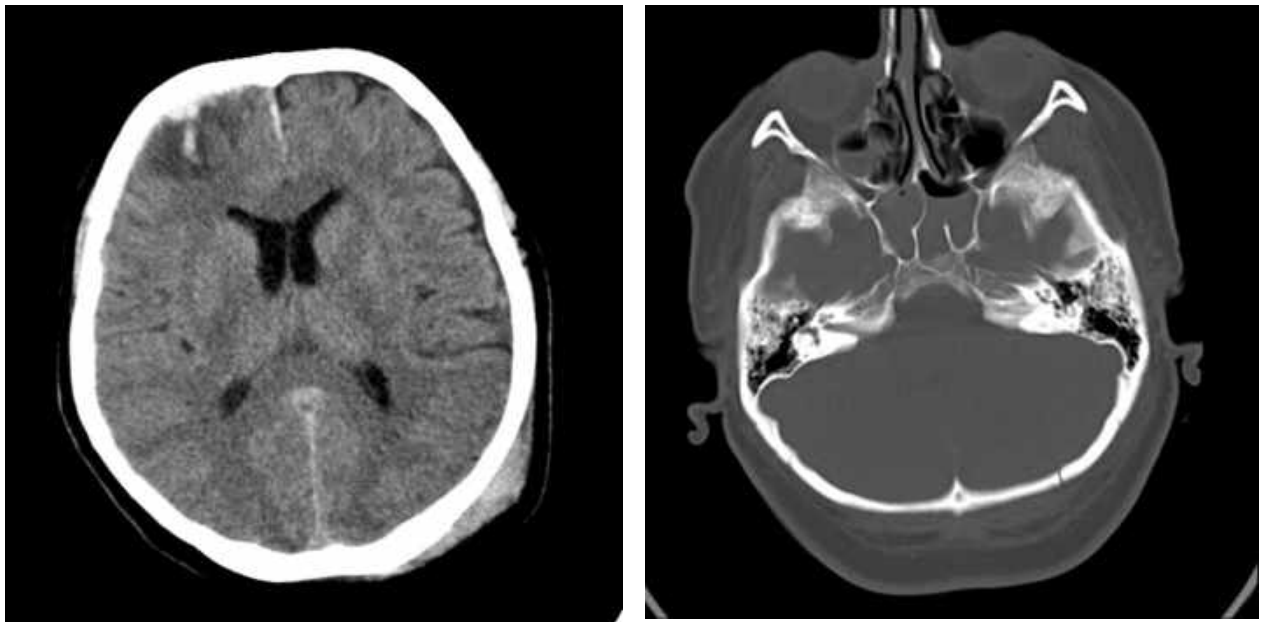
КТ голови, аксіальна проекція. Спостереження №70. Хворий Б-ро, 1956 р.н., історія хвороби № 1238. Вогнище забою головного мозку II виду в полюсі правої лобової частки. Лінійний перелом луски потиличної кістки ліворуч.
